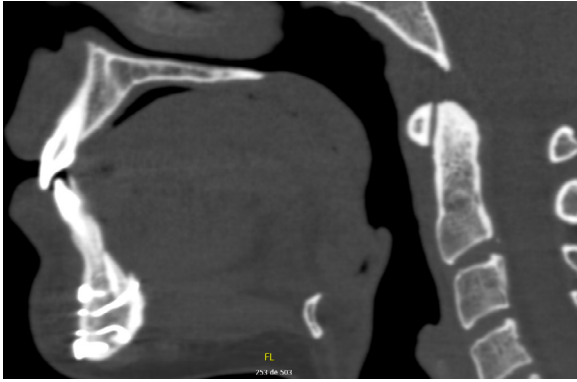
TAC de control postoperatorio, se puede apreciar el ensanchamiento de la vía aéreo-digestiva tras el reposicionamiento de los tubérculos geni. Corte sagital.
